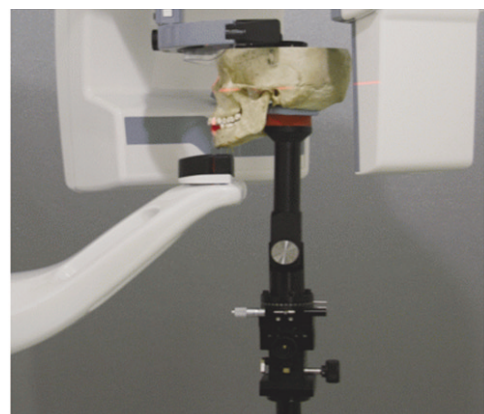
Mounted skull in the dental panoramic X-ray machine.
